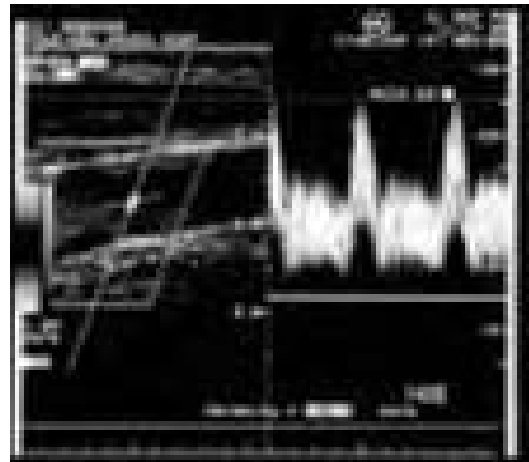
Doppler de arteria carotida derecha
